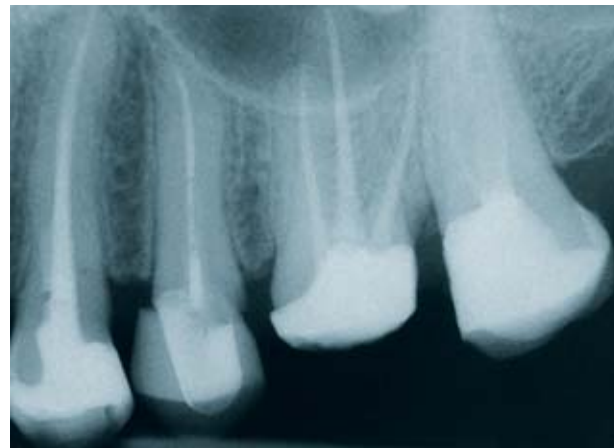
Röntgenaufnahme nach endodontischer Vorbehandlung.
